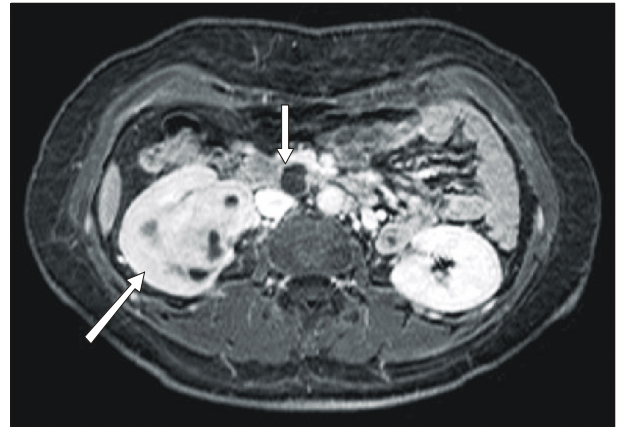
Magnetic resonance imaging demonstrates solid mass in the renal pelvicalyceal system, upper portion of the Rt kidney with secondary cystic change of upper calyceal system and pancreas head with internal septation and suspicious mural nodule and multiple stones in the gallbladder.
